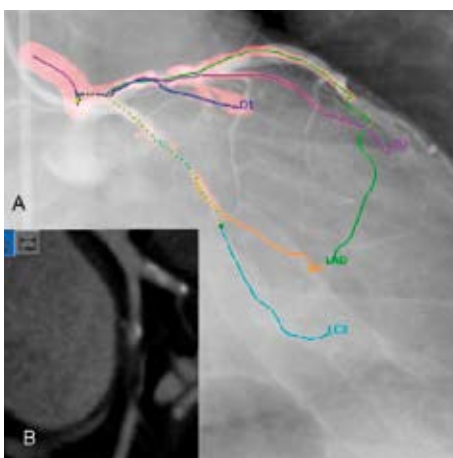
Links: de silhouetvisualisatie maakt het mogelijk de verdeckte delen van de vatenboom in relatie met de contextuele data te tonen, terwijl het beeld toch eenvoudig te bevatten blijft. De cerebrale bloedvaten zijn hier gecombineerd met een volume-generend gedeelte van een MR-dataset. Het aneurysma, dat door de MR-data bedekt is, blijft dankzij het silhouet toch zichtbaar. Rechts: een fluoroscopiebeeld gemixt met de 3DRA-vatenboom en een dwarsdoorsnede van een CT-dataset.
